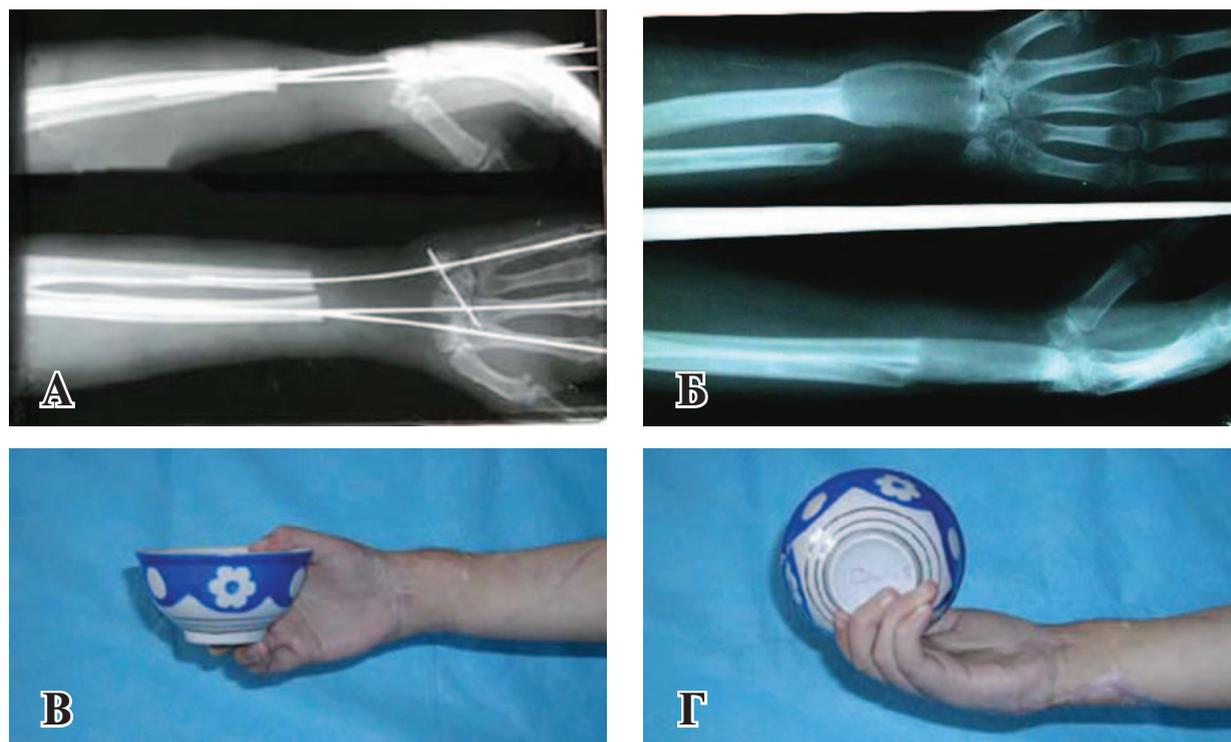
Пациентка Т., 17 лет. А – рентгенологическая картина – дефект костей предплечья и запястья; Б – замещения дефекта трансплантатом из гребня подвздошной кости; В, Г – отдаленные функциональные и эстетические результаты
